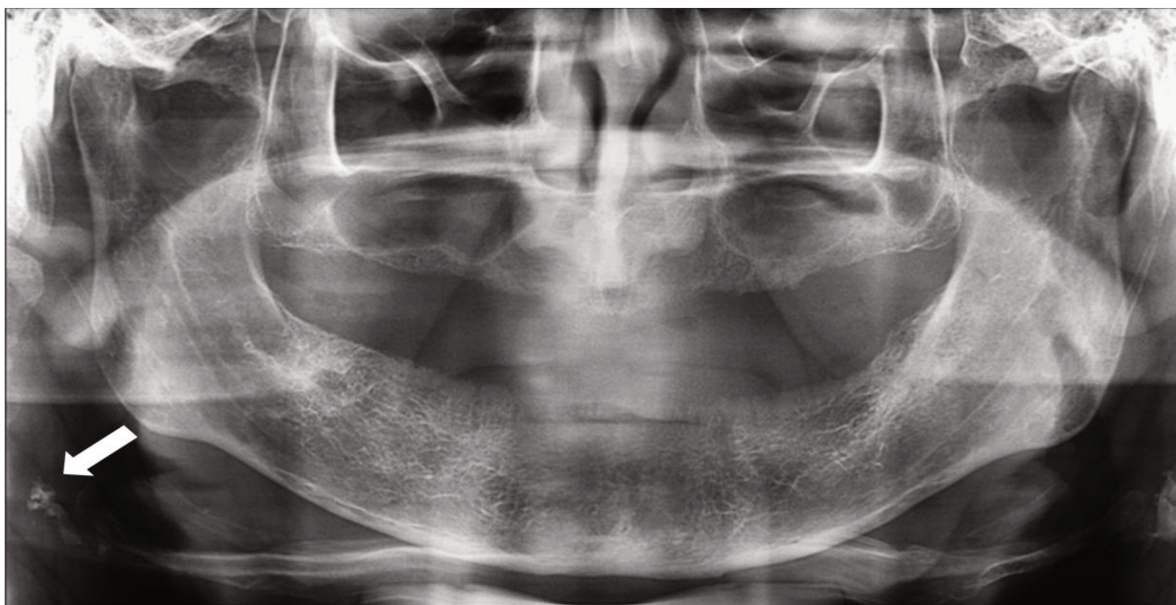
Radiografia panorâmica digital apresentando um ACC (seta).
